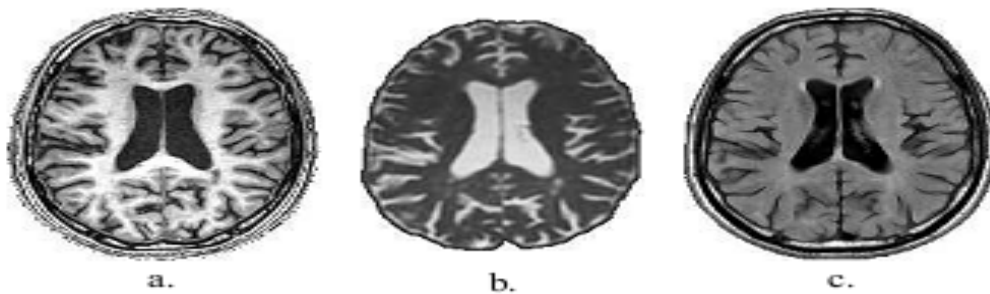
Différentes modalités d'images IRM : (a) pondérée en T1, (b) pondérée en T2, (c) séquence FLAIR [8]
